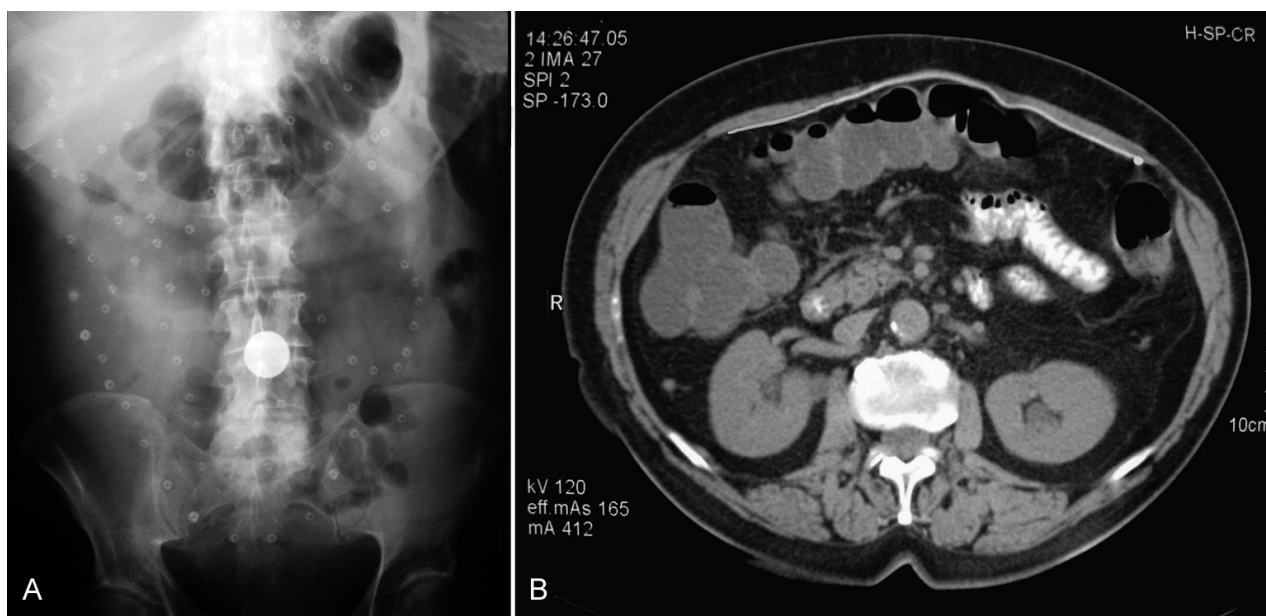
Verifica del corretto posizionamento della lamina in PTFE, in sede intraperitoneale, mediante Rx diretta addome con repere metallico in ombelico (A) e TC della parete (B).
